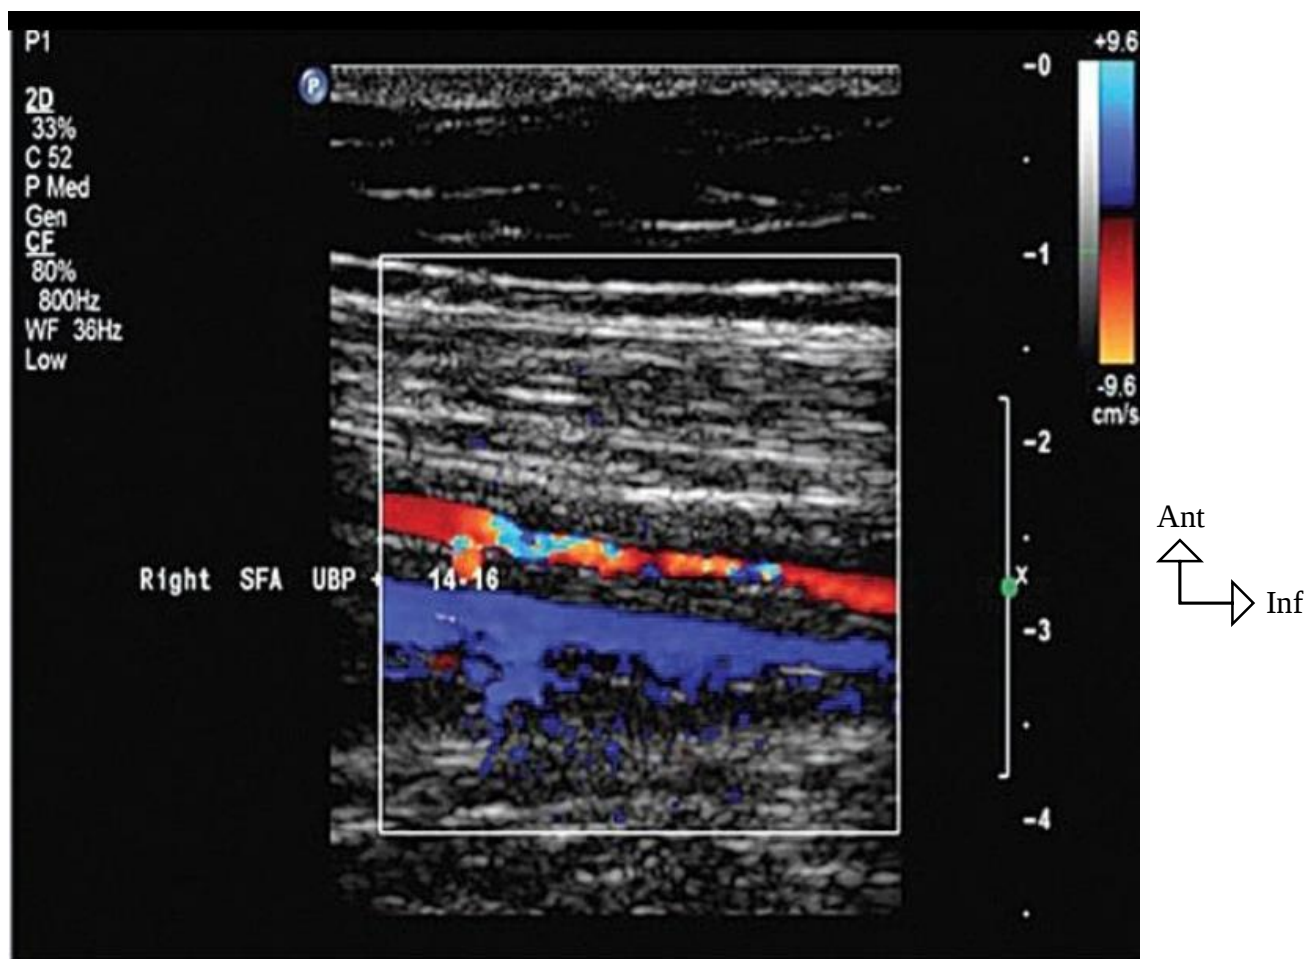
L'échodoppler montrant une absence complète de signal couleur sur le segment occlus, développement de vaisseaux collatéraux autour de l'artère fémorale superficielle avec réapparition du flux en aval grâce à la circulation collatérale traduisant une occlusion de l'artère fémorale superficielle droite.
